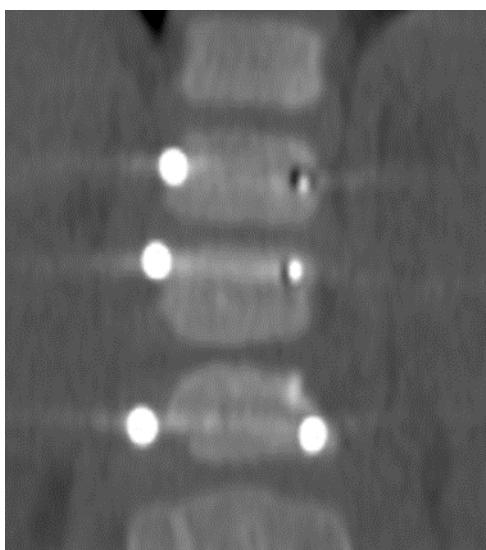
МСКТ позвоночника пациента с врожденным кифосколиозом после экстирпации заднебокового полупозвонка L2 и ТПФ. Мальпозиция ТВ: позвонок Th12 - V2 (тело позвонка, Grade2), позвонок L1 и L3 - V3 (тело позвонка, Grade3)
